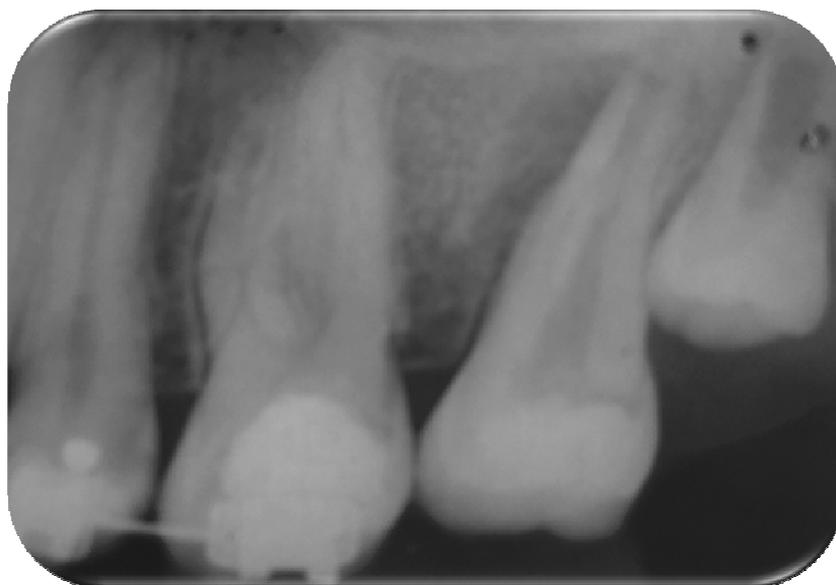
Radiografia de auxílio ao diagnóstico do dente 17.
